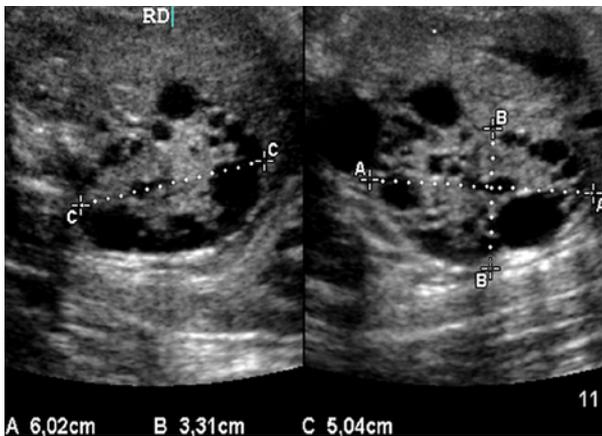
Ecografía fetal realizada a las 30 semanas de gestación mostrando el riñón derecho (RD) displásico con múltiples quistes.
